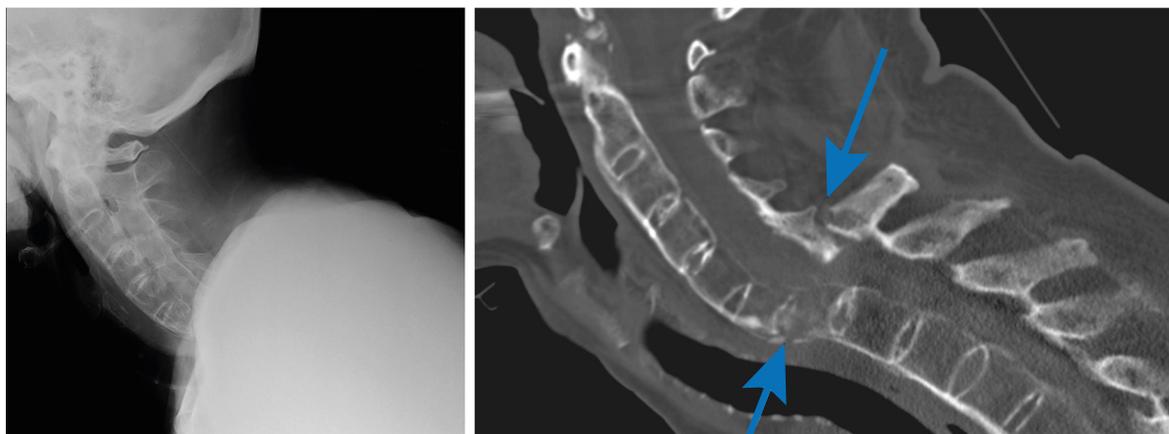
Fracture de type C de la charnière cervico-thoracique dans une SPA. Notez que la radiographie n'a pas sa place en terme d'aide diagnostique lors de traumatismes dans ces pathologies.
